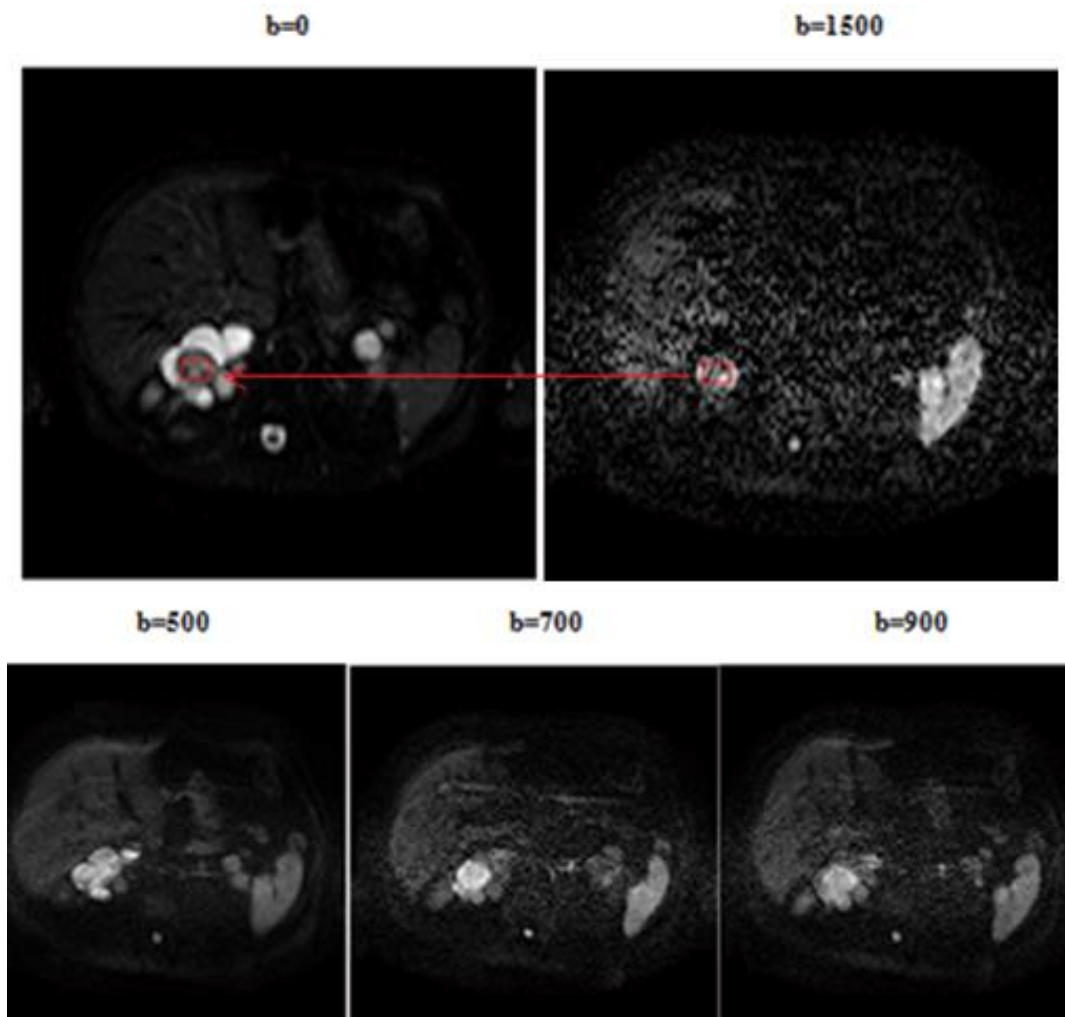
immagini DWI di un rene policistico con diversi b -value (0, 500, 700, 900, 1500). La freccia rossa indica la ROI che è stata selezionata nell'immagini DWI con $b=1500$ per selezionare il carcinoma, la stessa ROI è stata selezionata nell'immagine S_0 ($b=0$).
